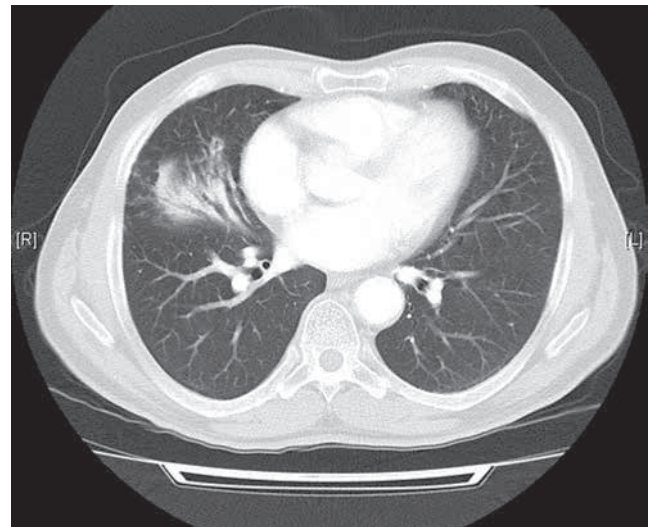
TAC en la ventana pulmonar: existencia de un atelectasia subsegmentaria del LM.
